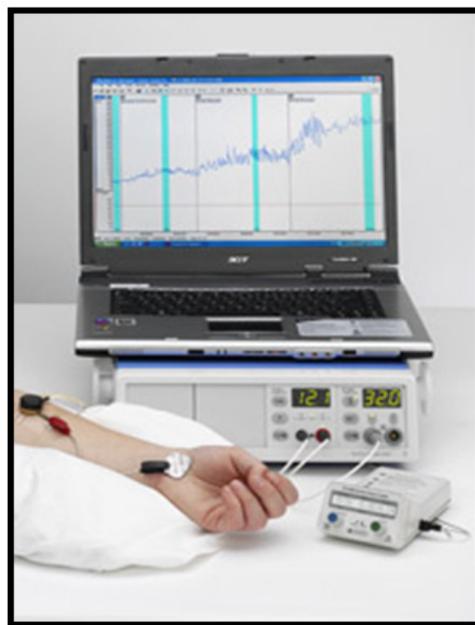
LASER DOPPLER FLUXOMETRIA: AO MONITOR, A RESPOSTA DO FLUXO CAPILAR À IONTOFORESE DE ACETILCOLINA EM DOSES CRESCENTES.
